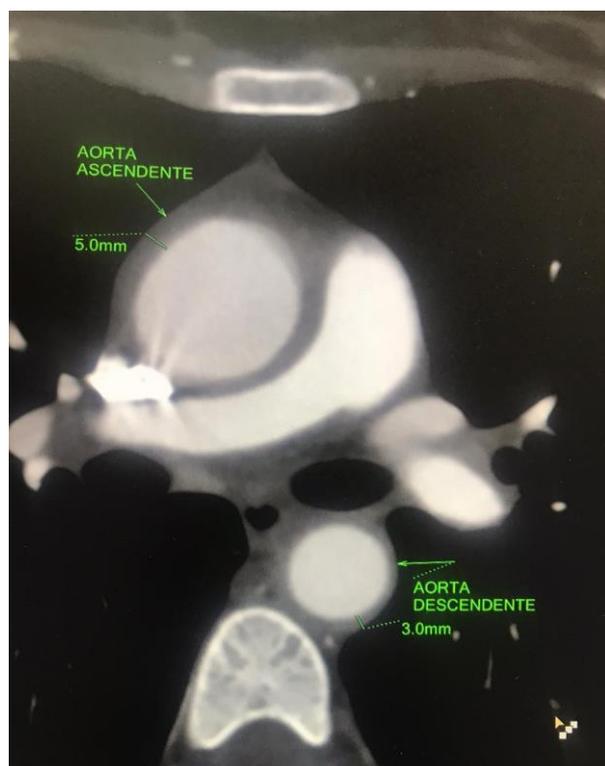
Angio Tomografia de Tórax.
